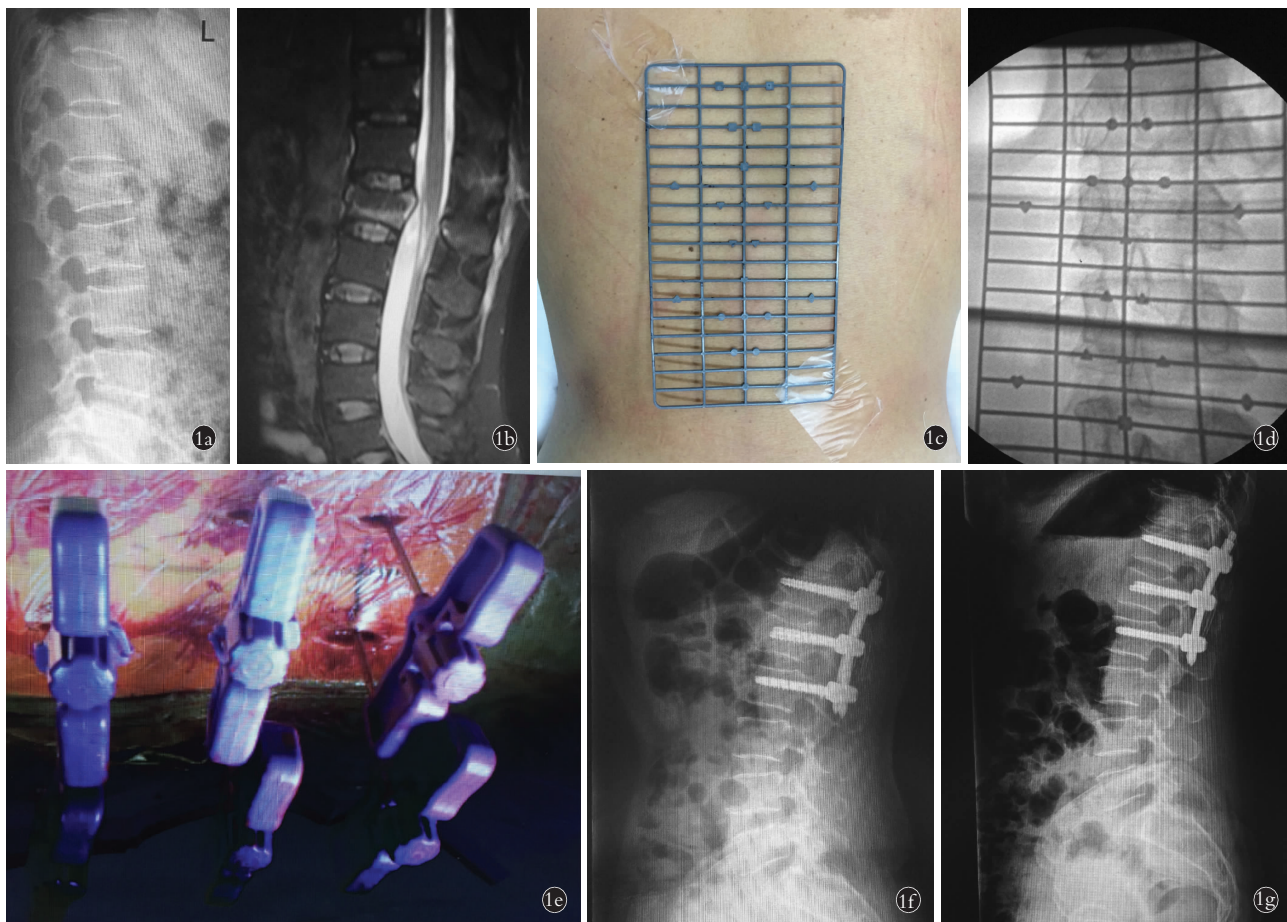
女性患者,55 岁,高处坠落致 L₁ 骨折,Denis 分型屈曲牵张型 1a. 术前腰椎侧位 X 线片示 L₁ 骨折 1b. 术前 MRI 示 L₁ 水平脊髓受压,后方韧带复合体损伤 1c,1d,1e. 手术中,金属方格定位及多椎体椎弓根同时进穿刺针 1f. 术后 7 d 腰椎侧位 X 线片示椎体高度恢复 1g. 术后 1 年腰椎侧位 X 线片示腰椎生理弧度及伤椎高度维持良好
